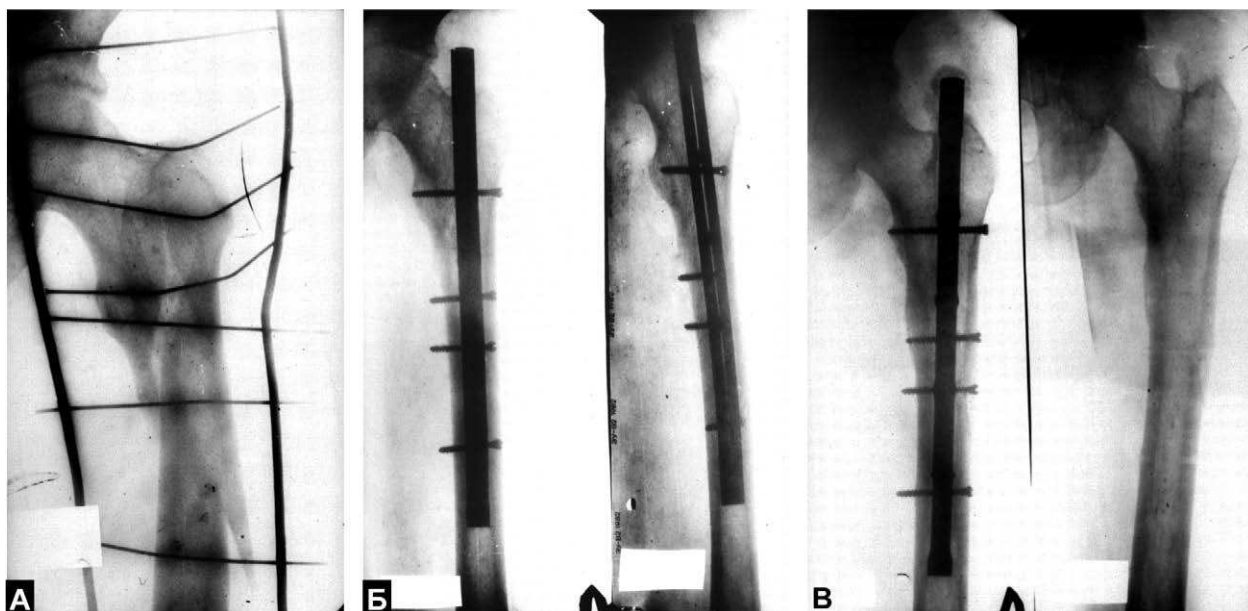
Рентгенограммы левого бедра больного Р.: А – при поступлении; Б – на 4-й день после операции БИМПО при помощи КМПФ-2, статический вариант; В – через 1,5 года после операции (до и после удаления фиксатора).
